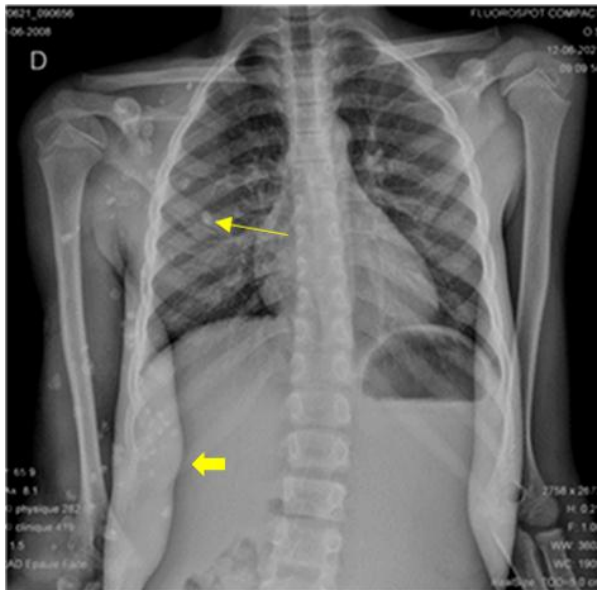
Radiographie du thorax de face prenant les 2 bras de face, épaissement des parties molles du membre supérieur droit (tête de flèche), phlébolithes au sein des parties molles de l'hémithorax droit (flèche).
